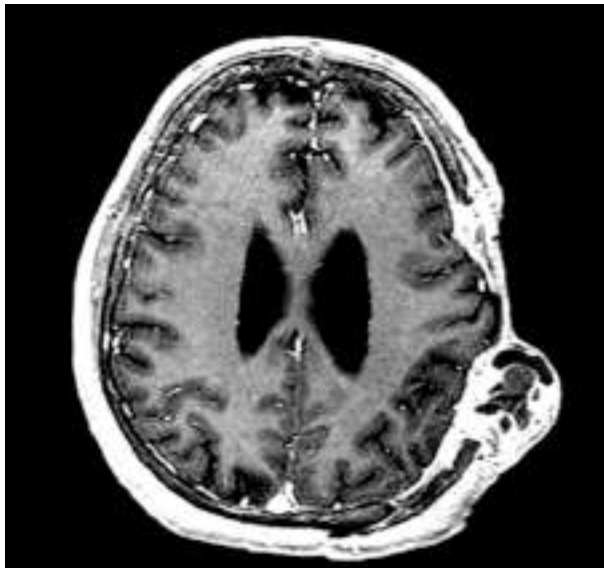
RM craneal con Gadolinio, secuencia T1 axial, lesión heterogenea hiperintensa.
